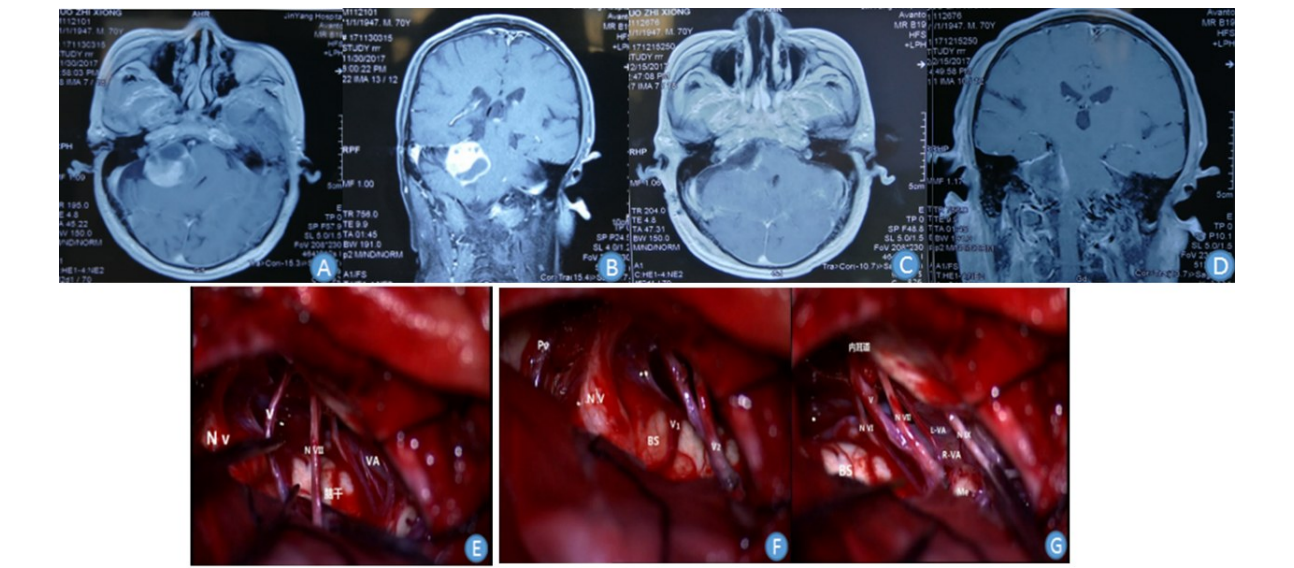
右侧听神经瘤手术前后头颅 MRI 及术中表现
